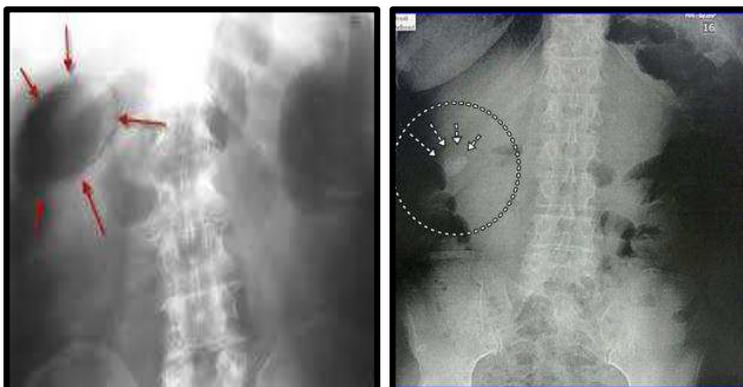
Vesícula biliar llena de cálculos (colecistitis biliar) y barro biliar signos radiológico en radiografía de abdomen simple en bipedestación.
